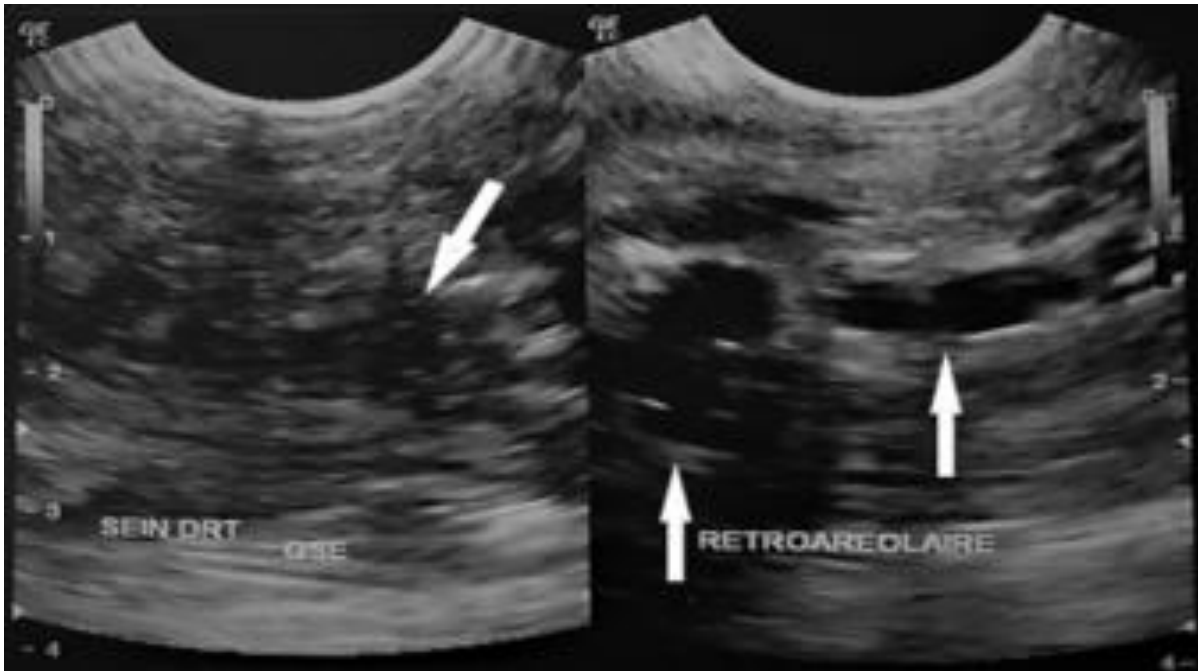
Images échographiques montrant une masse des quadrants externes du sein droit de forme irrégulière mal limitée hypoéchogène hétérogène avec un œdème environnant associé à une dilatation des canaux galactophoriques classée BIRADS 4
